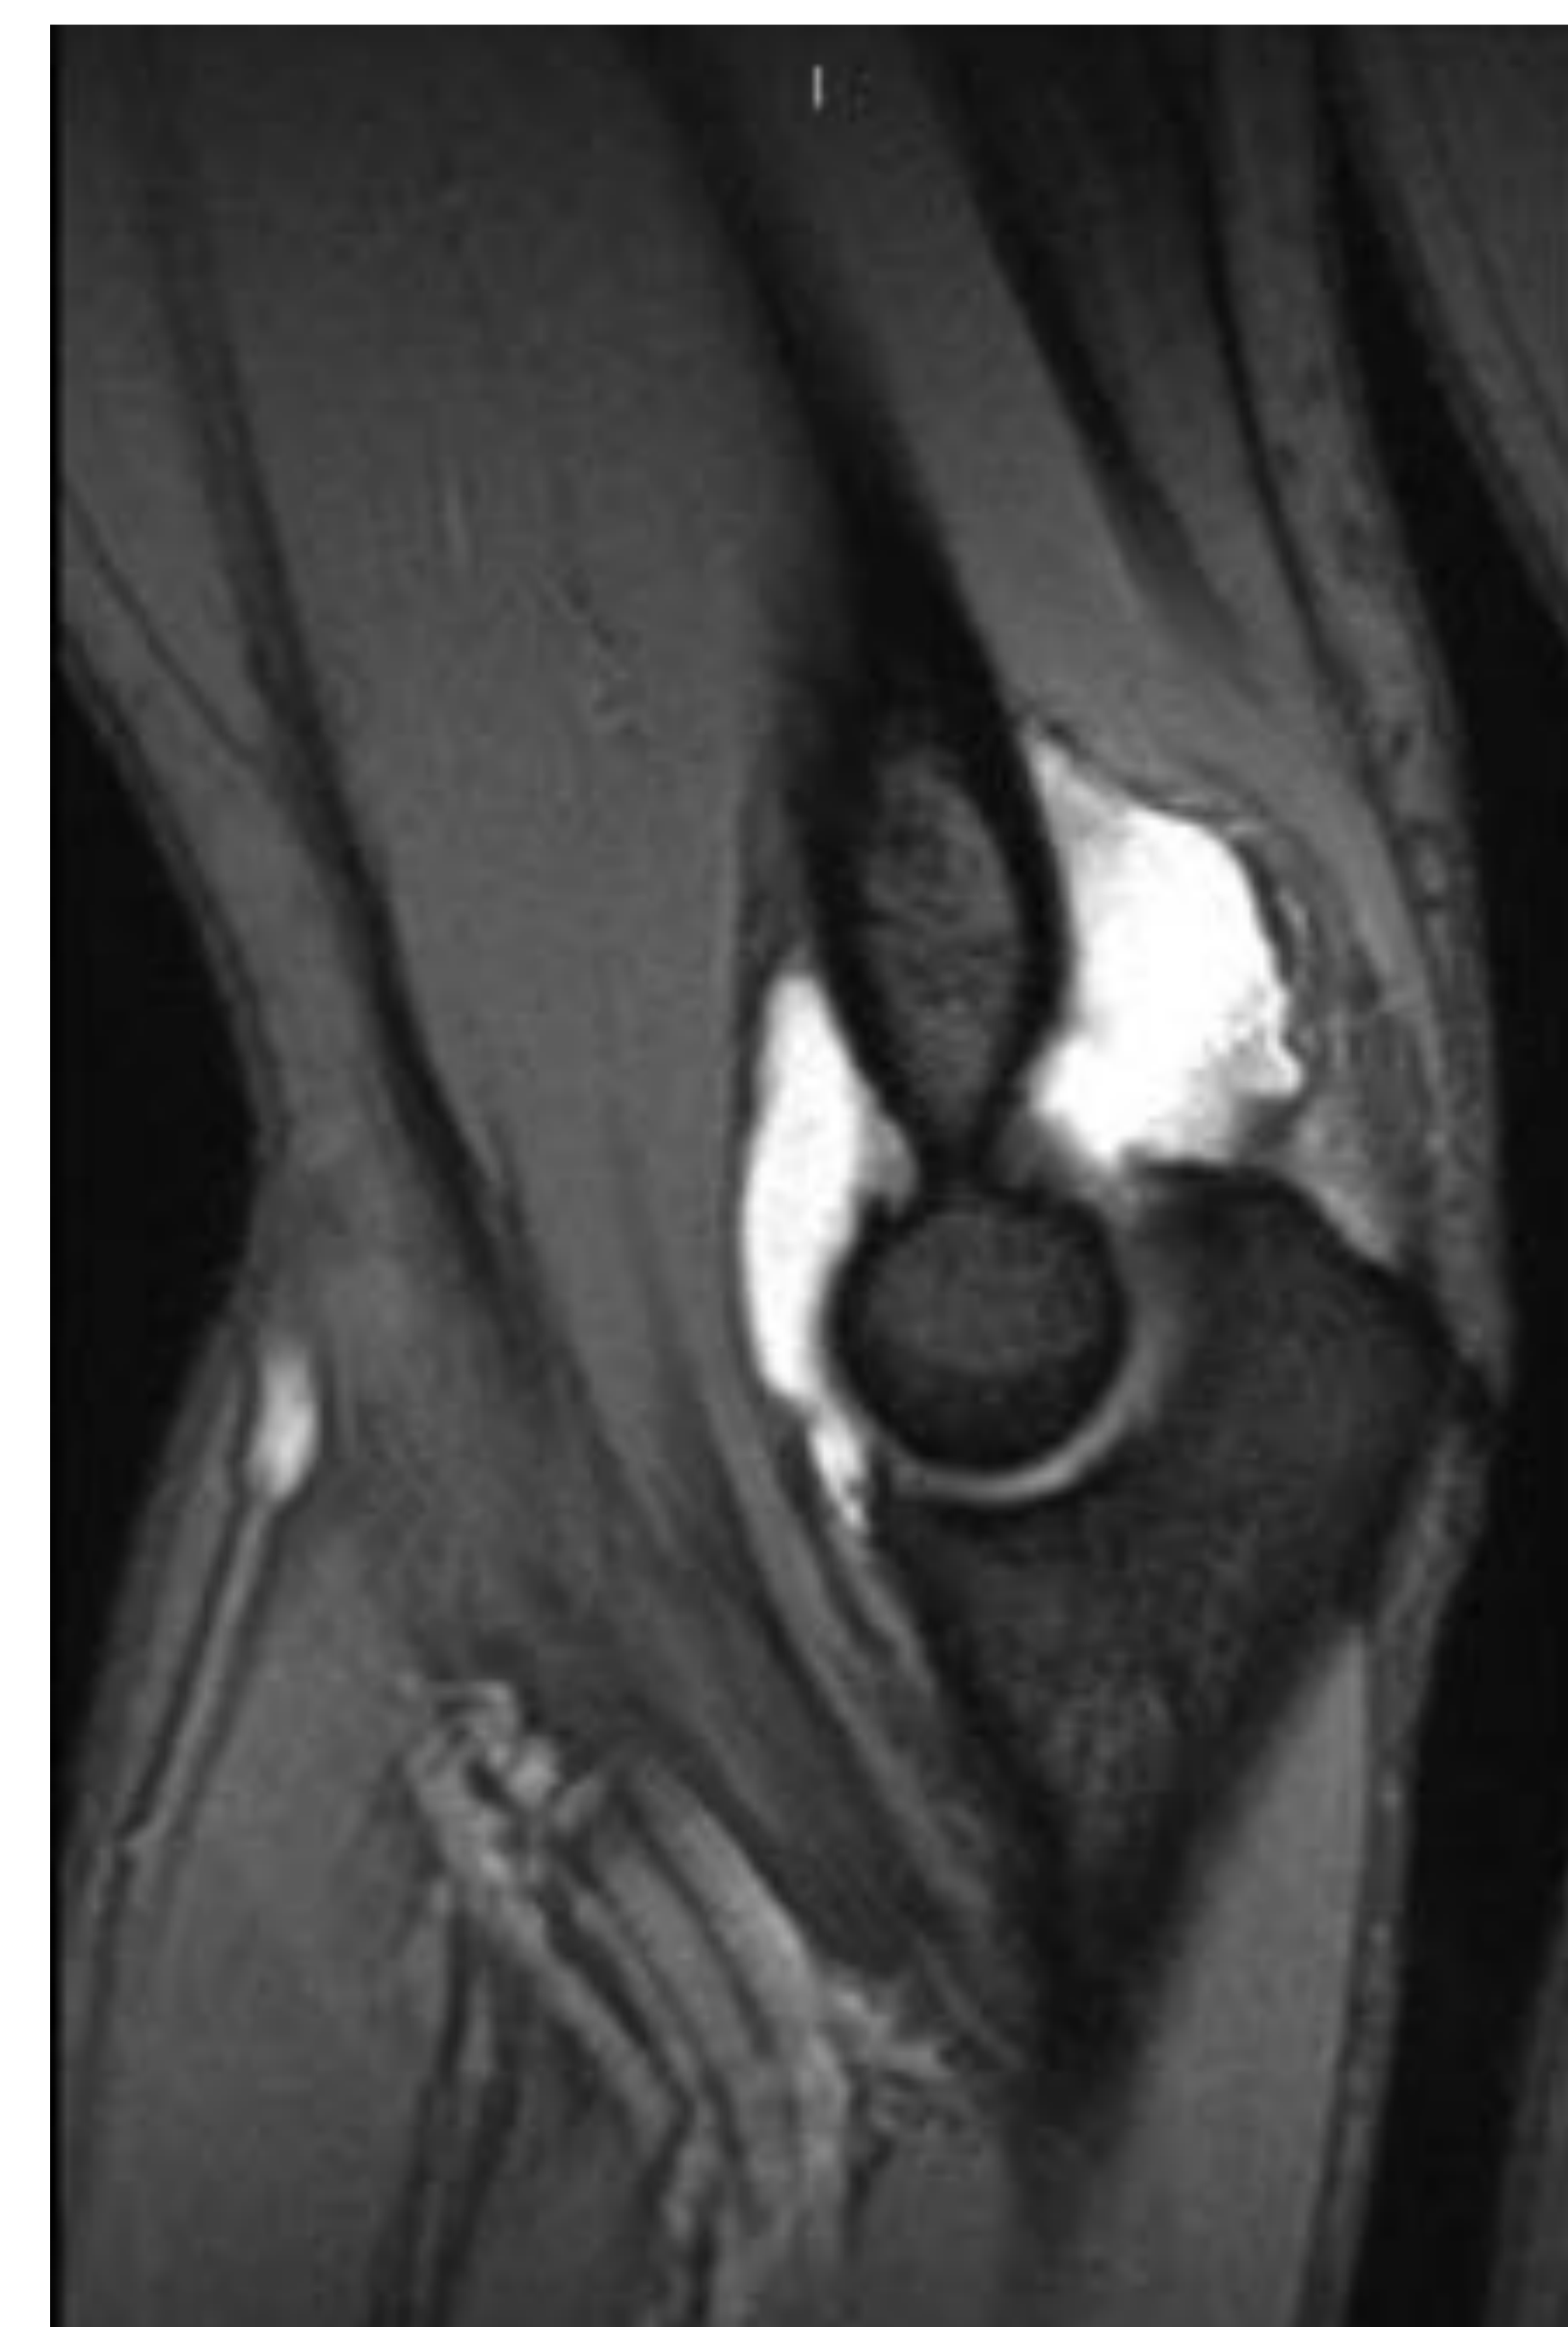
RM de codo, corte sagital GE. Se observa distensión de la bursa sinovial olécraneana, con engrosamiento capsular de la sinovial , en relación con sinovitis
